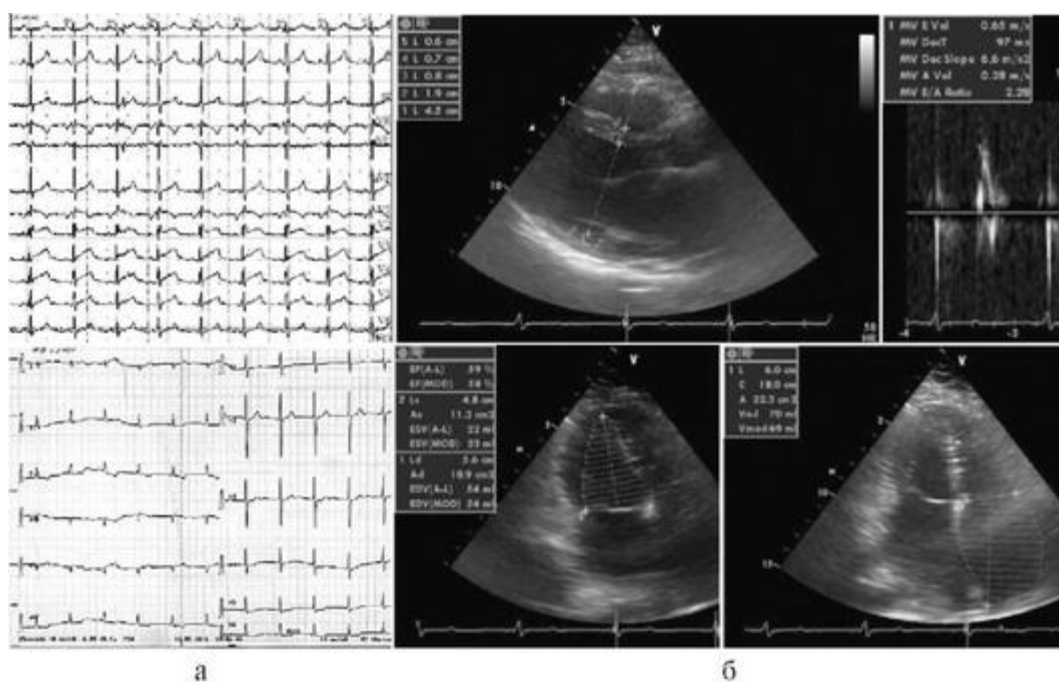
Результаты инструментального исследования у пациентов с рестриктивной кардиомиопатией: а - ЭКГ больных М. и А.; б - эхокардиограммы больной М. (пояснения см. в тексте клинических примеров)
